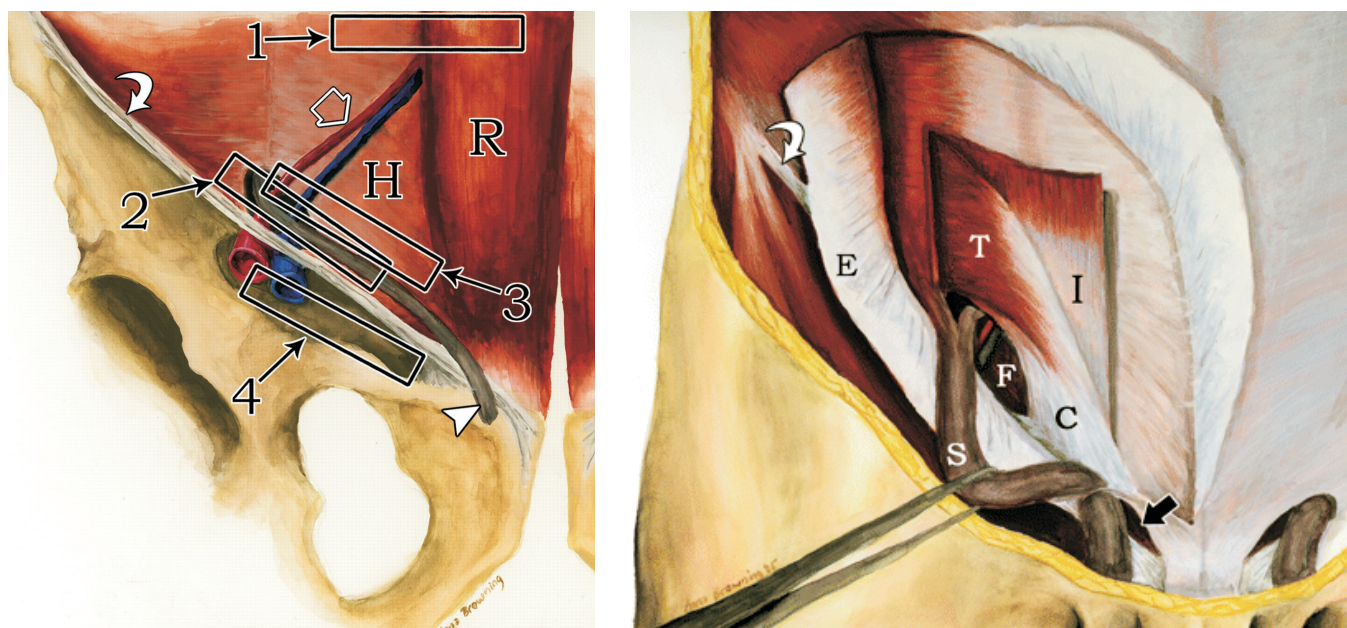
Ilustrație a regiunii inghinale pe dreapta, pentru poziționarea transductorului în examinarea USG a herniei. (Hsu-Chong Yeh, MD, Cynthia Lehr-Janus, MD, Burton A.) [4].
